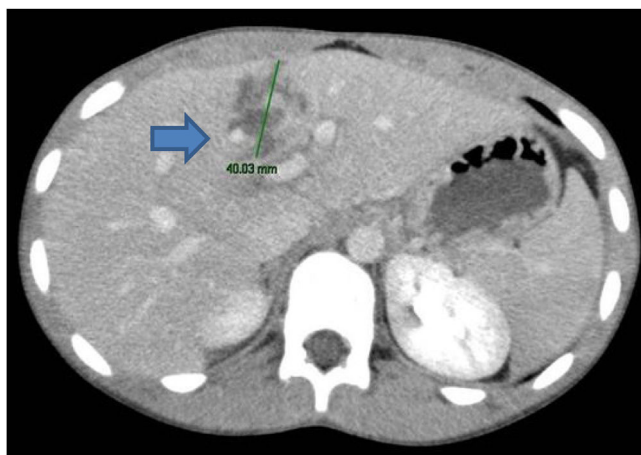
Corte axial (TAC) donde se evidencia laceración de 4 cm en el parénquima del segmento IVb.
